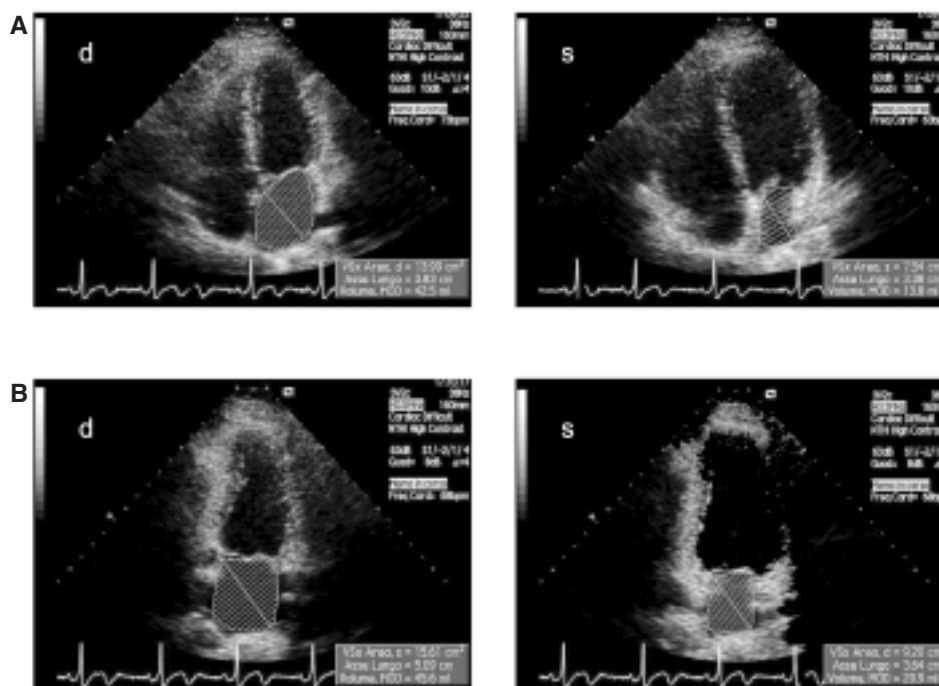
Volumetria atriale sinistra mediante ecocardiografia bidimensionale. Nella sezione apicale 4 camere (A) si possono misurare per l'atrio sinistro e l'atrio destro le dimensioni infero-superiori e medio-laterali, l'area atriale in sistole (valore minimo) (s) e in diastole (valore massimo) (d). Allo stesso modo, le dimensioni infero-superiori e latero-mediali così come l'area dell'atrio sinistro possono essere calcolate nella sezione apicale 2 camere (B).
